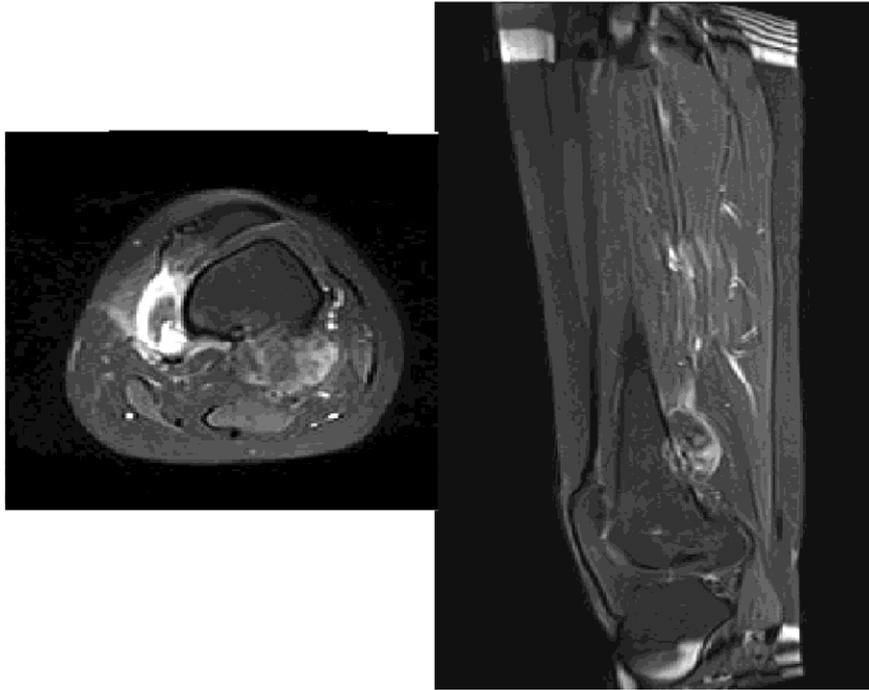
Coupe transversale et sagittale d'IRM de fémur distale, Ostéosarcome avec érosion des corticales et envahissement des parties molles.
